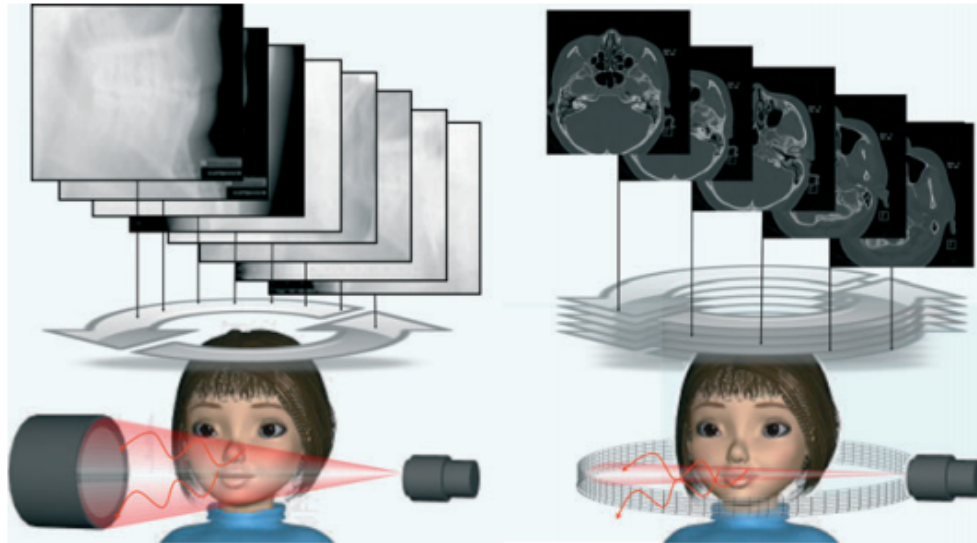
Comparació de la projecció del feix de raig X de la radiografia convencional (en ventall) a la imatge de la dreta i imatges de feix cònic realitzades amb el CBCT (esquerra). La quantitat de dispersió generada i registrada en les imatges de feix cònic és més gran, reduint el contrast de la imatge. Presa de Scarfe i cols<sup>21</sup>.
